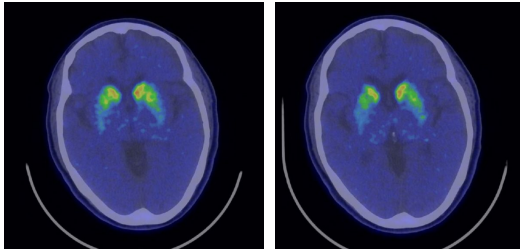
F-18 FP-CIT PET/CT.
